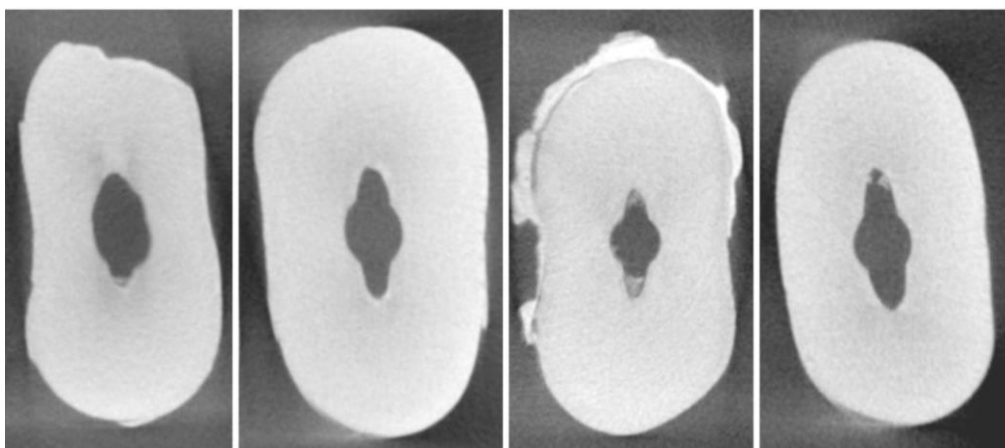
cortes transversais em microtomografia computadorizada de incisivos inferiores preparados com WOGM
